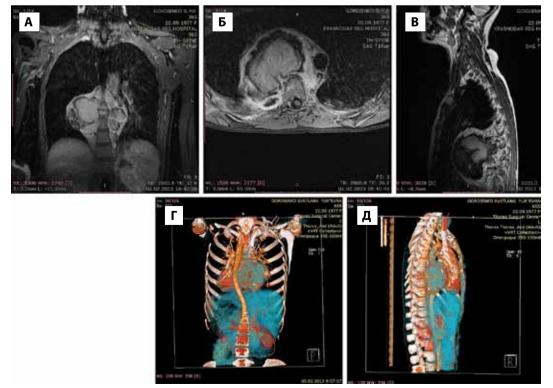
Рентгенологические КТ-характеристики выявленной опухоли Тh7-8-9
